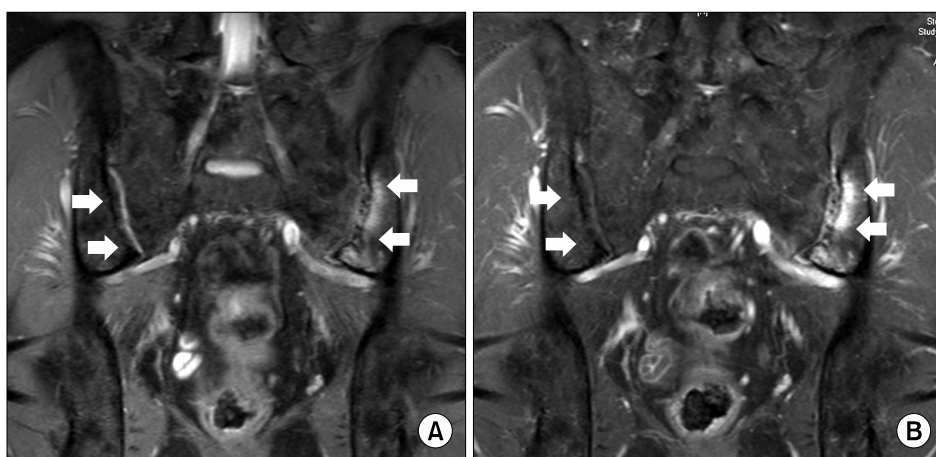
Magnetic resonance imaging of hip shows irregular cortical erosion with subchondral cystic, sclerotic change along the SI joint, both and prominent inflammatory arthritis of the left SI joint (arrow). (A) PD fat suppression coronal scan (B) T1-weighted fat suppression with Gadolinium enhancement coronal scan.
